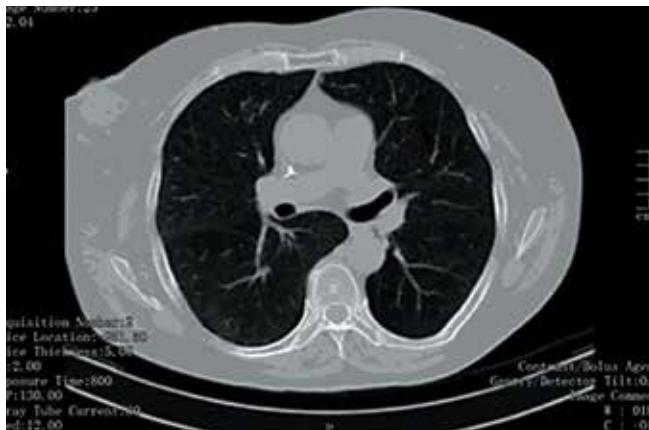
Chest computed tomography scan prior to initiation of first-line therapy: a 2.5 × 2.2 cm focus is detected in the subpleural portion of the right S6 along with perifocal changes in lung tissue presented as small peribronchovascular foci*
